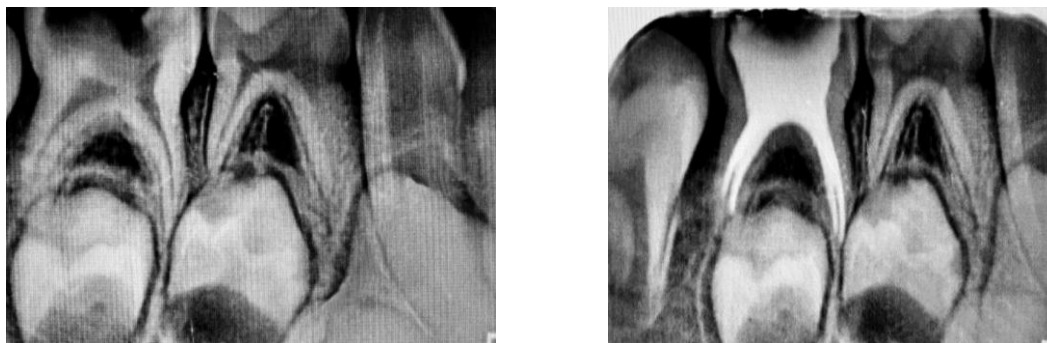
radiografia periapical inicial e Figura 06 radiografia final – instrumentado com o Sistema Rotatório Kedo - S.(JEEVANANDAN L., GANESH S., ARTHILAKSHMI, 2019).
